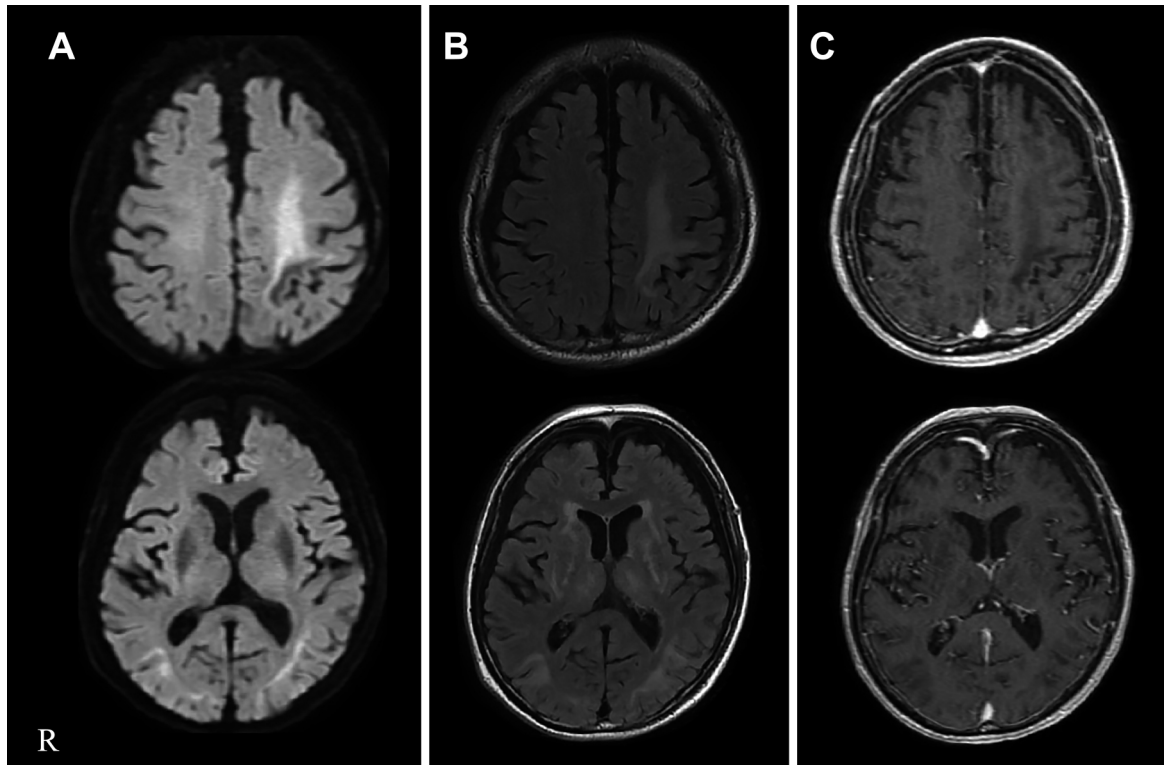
Magnetic resonance imaging findings on day 1.
